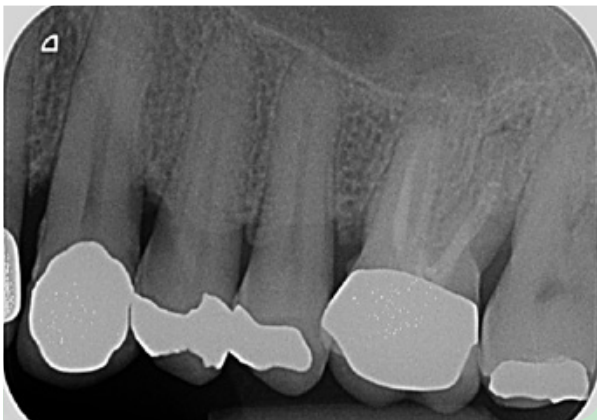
Röntgenologische Ausgangssituation an Zahn 26.
